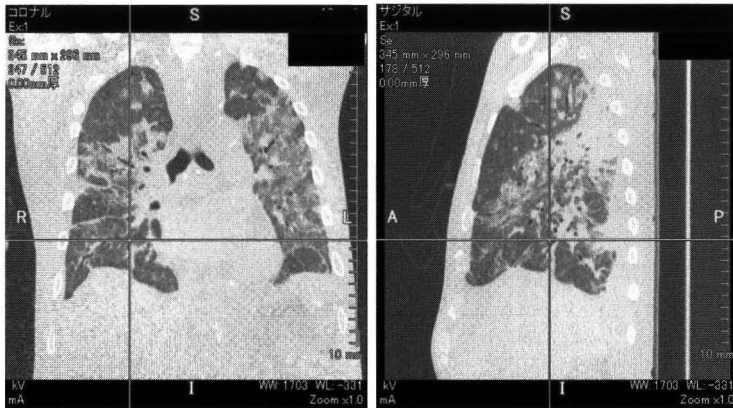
PEEP10cmH2O時の呼気CT画像。左：中央部冠状断 右：右肺中央部矢状断
